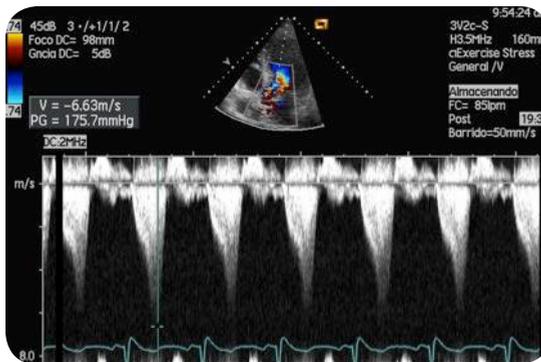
Gradiente ecocardiograma de estrés.
